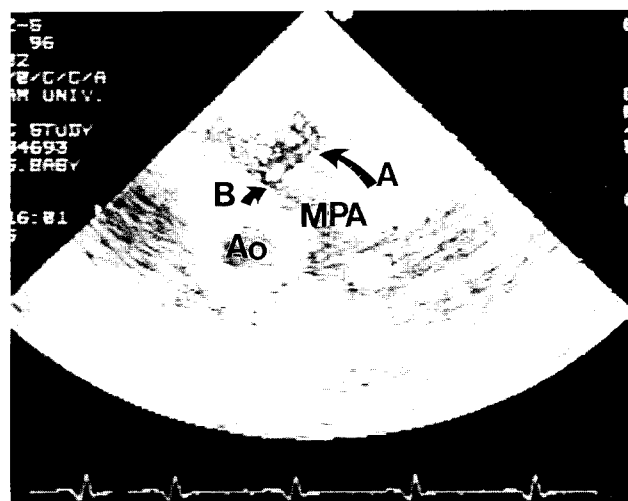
Preoperative echocardiogram which demonstrated no flow through pulmonic valve(arrow:A). The arrow(B) indicates a pulmonic valve.
